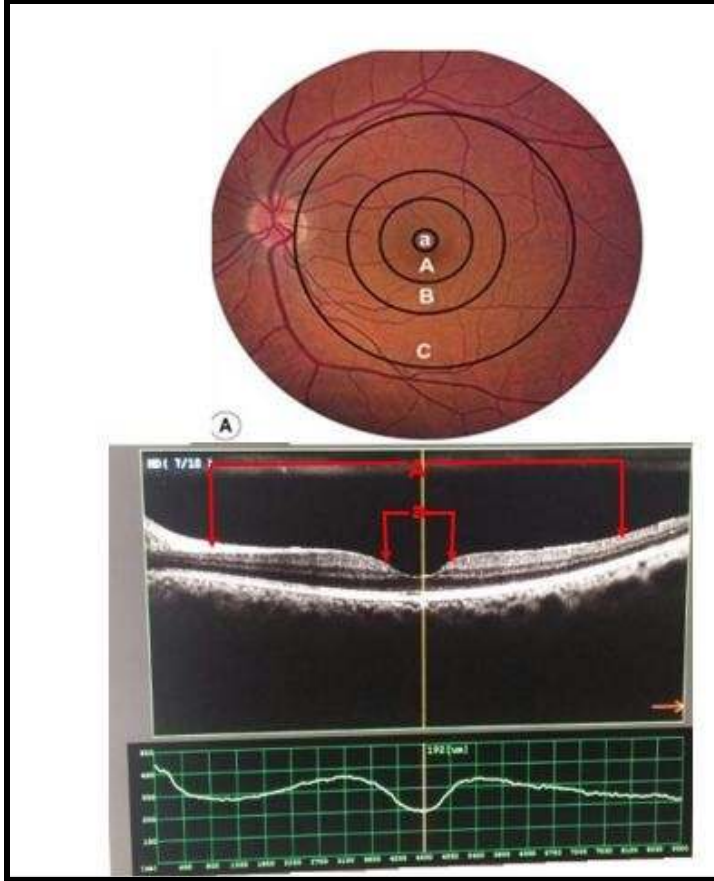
Optik Koherans Tomografi ile Retina Tabakaları
